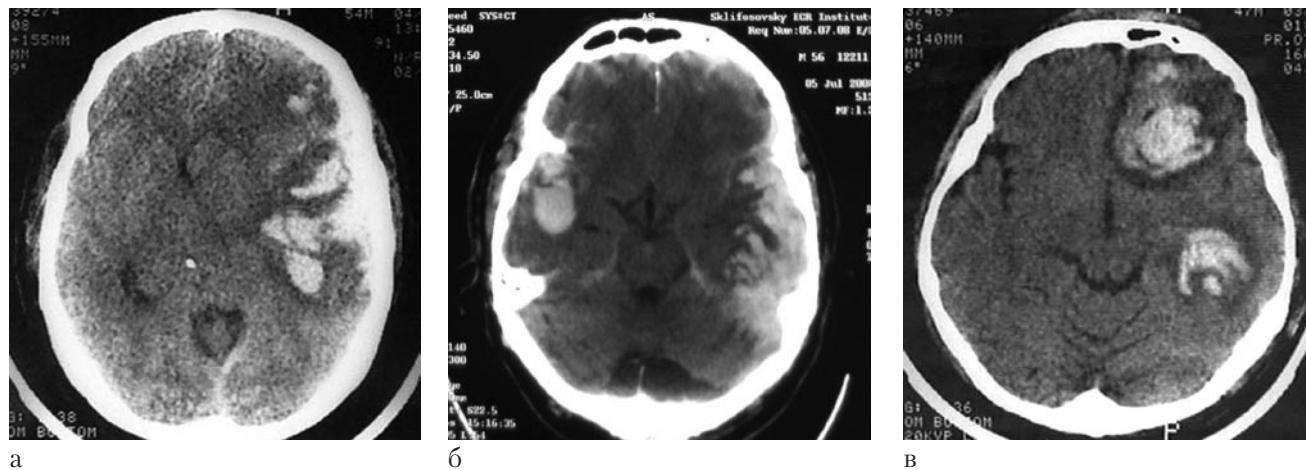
КТ головного мозга, аксиальные срезы. Виды множественных повреждений.
